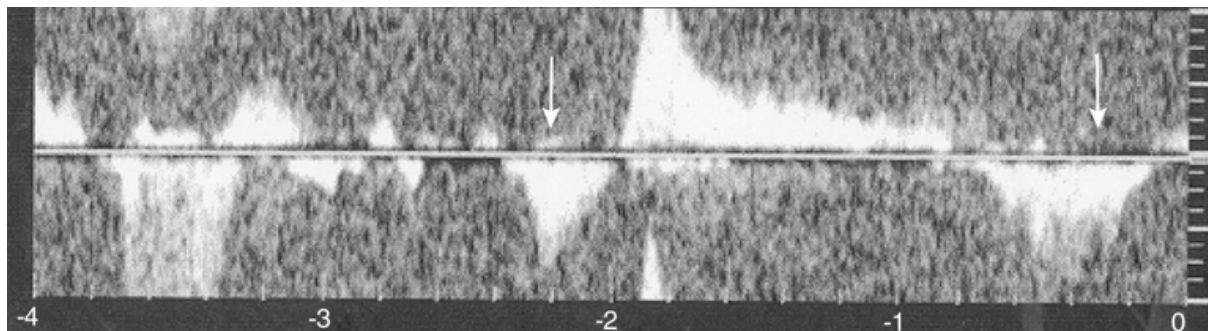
Reflux au Doppler pulsé (45)
